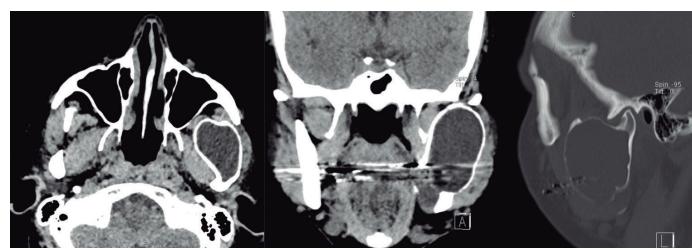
Tomografía axial computarizada inicial.
